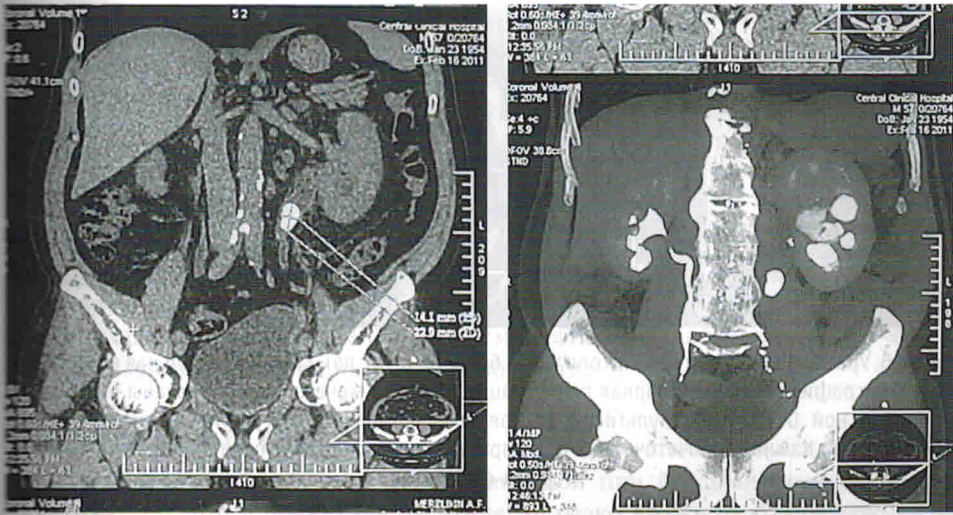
КТ-урография. Камень в верхней трети левого мочеточника. Калькулезный гидронефроз
